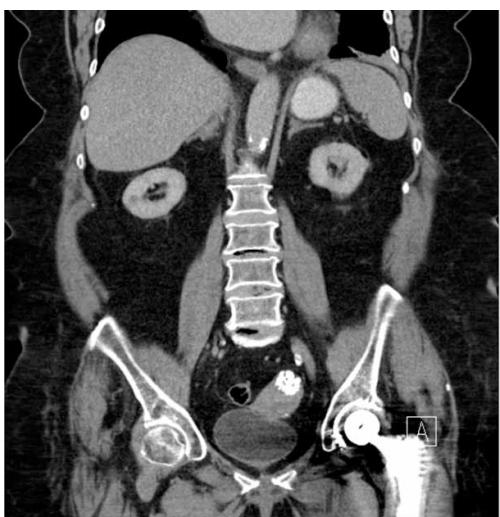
Präoperative CT, koronare Rekonstruktion, sehr gute Bildqualität
